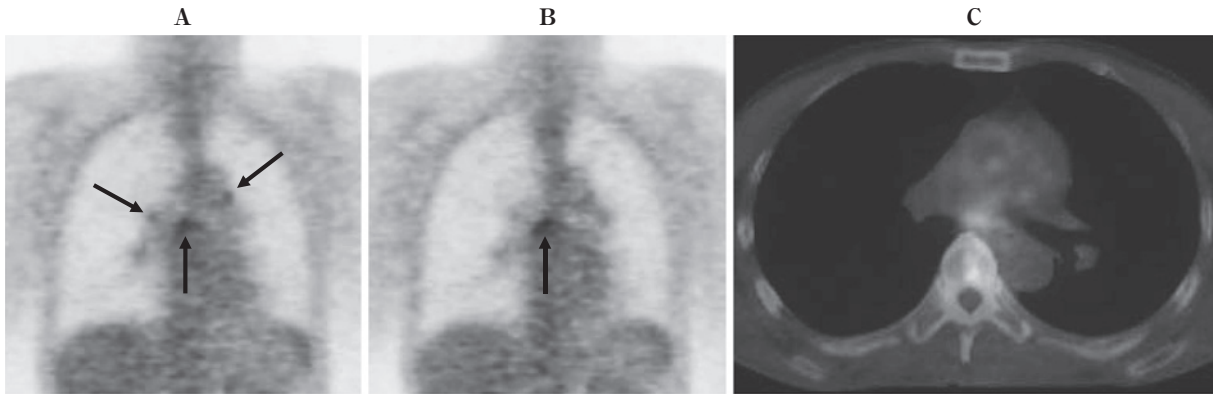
Increased FDG uptake in benign lymph nodes. Coronal images of FDG-PET (A, B) and PET/CT combined image (C) show increased uptake in the bilateral hilar and subcarinal lymph nodes.
